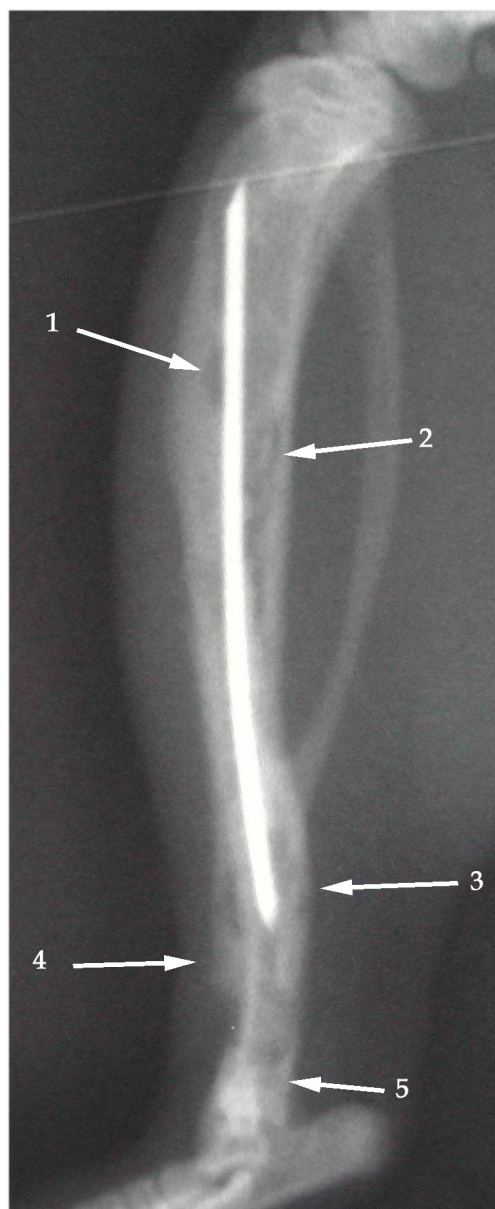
Dargestellt ist das Röntgenbild der linken Tibia einer Ratte der Gruppe PDLLA/syst nach einer Standzeit von 42 Tagen im lateralen Strahlengang. Pfeil 1 kennzeichnet eine Osteolyse, wie sie hier ubiquitär verteilt, entlang des Marknagels vorkommen. Pfeil 2 zeigt einen Sequester. Pfeil 3 weist auf eine kortikale Verdickung aus appositionellem Knochen. Pfeil 4 markiert eine deutliche Abhebung des Periosts, typisch für eine ausgeprägte Entzündung in diesem Bereich der Tibia. Pfeil 5 deutet auf einen Einbruch der Osteomyelitis in das obere Sprunggelenk hin.
